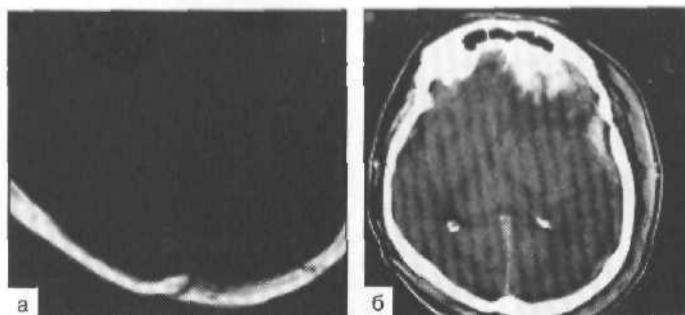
Компьютерные томограммы. Противоударный механизм формирования контузионного очага в левой лобной доле в сочетании с субдуральной гематомой при переломе чешуи затылочной кости.
